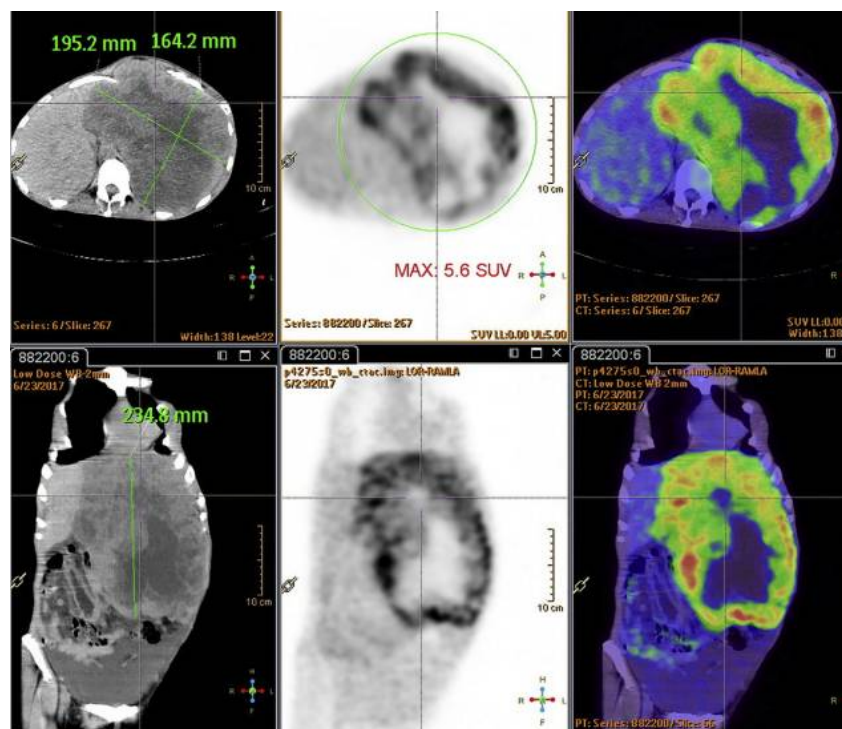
PET scan montrant une GIST hyper métabolique [14]
